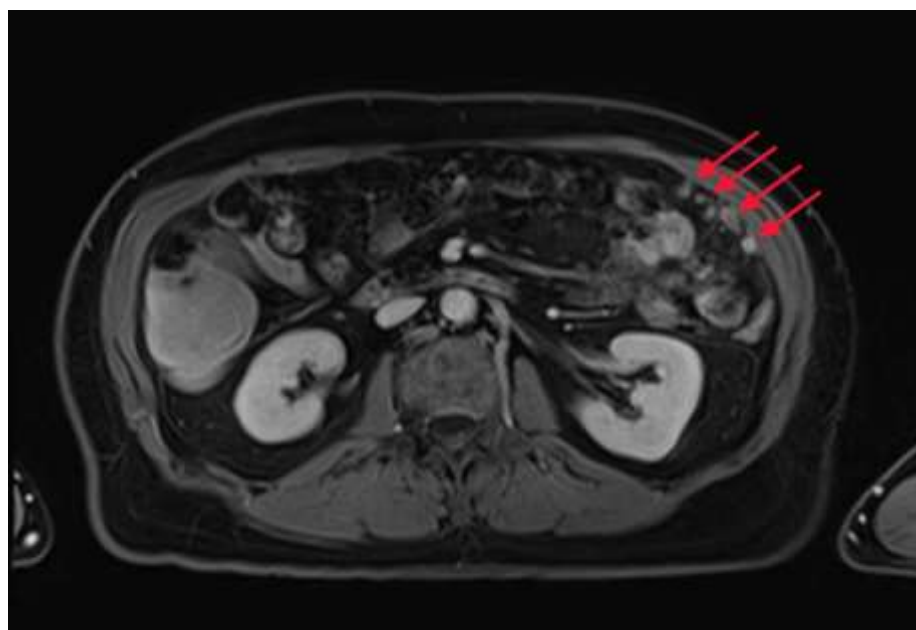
MRI дослідження пацієнтки Є., 32 роки (Клінічний випадок 3) в T1 зваженій послідовності. Червоними стрілками відмічена група локально розташованих округлої форми утворень 5–25 мм діаметром вздовж вісцеральної очеревини
